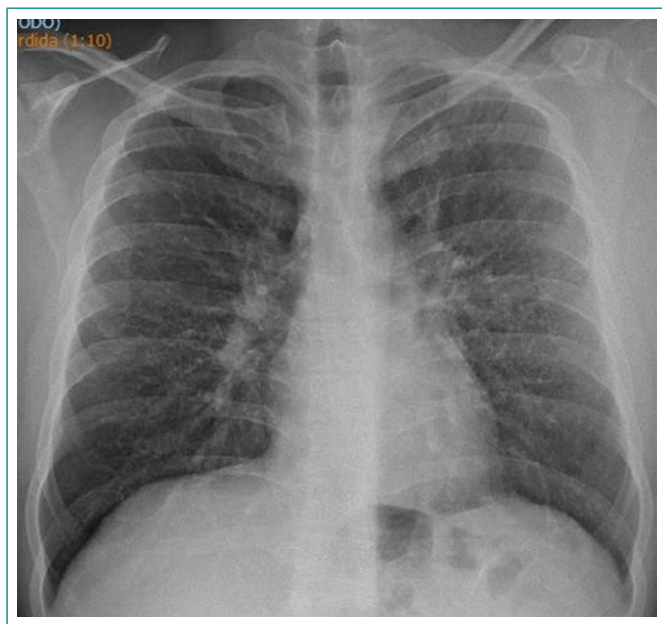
Radiografía PA de tórax. Patrón intersticial difuso. Sin adenopatías hiliares
